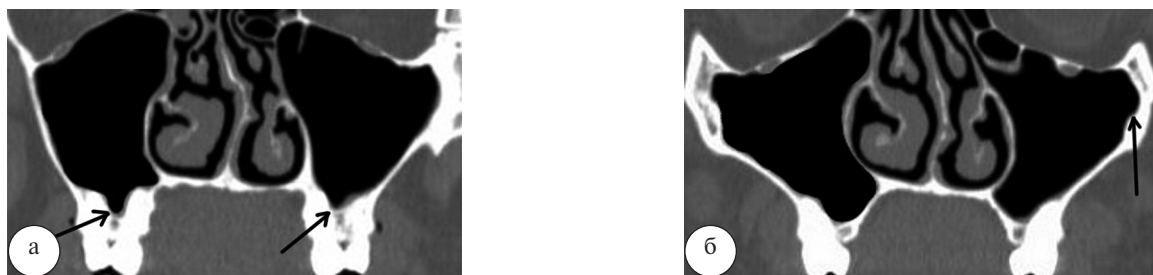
КТ пациента П. в коронарной проекции: а – на уровне 7-го зубочелюстного сегмента; б – 6-го зубочелюстных сегментов. Альвеолярная и скуловая бухты показаны стрелками
